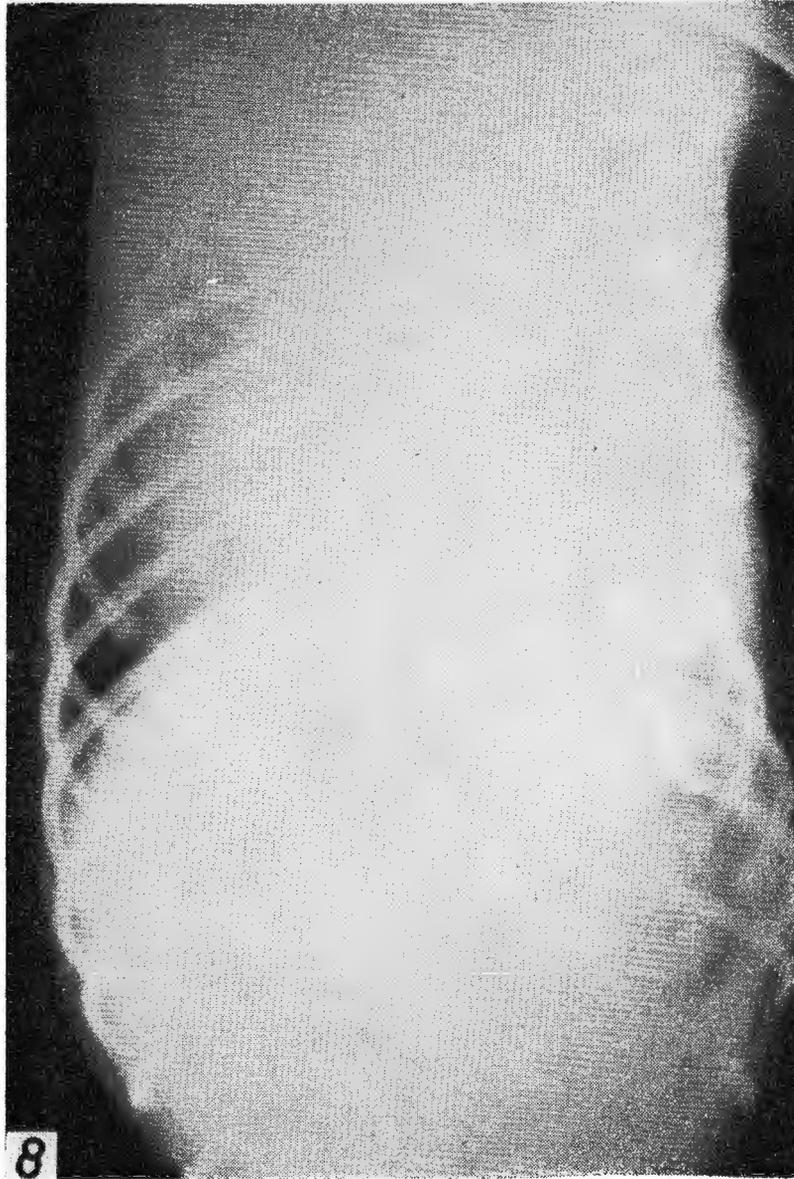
Radiografía postero-anterior del post-operatorio inmediato. Marcada opacidad en la parte superior del hemitórax izquierdo.
